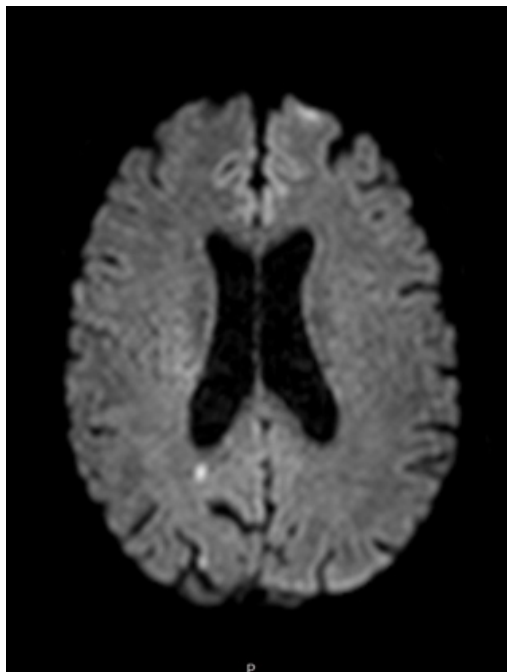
Patient mit typischer punktförmiger Läsion in der DWI rechts paraventrikulär.
